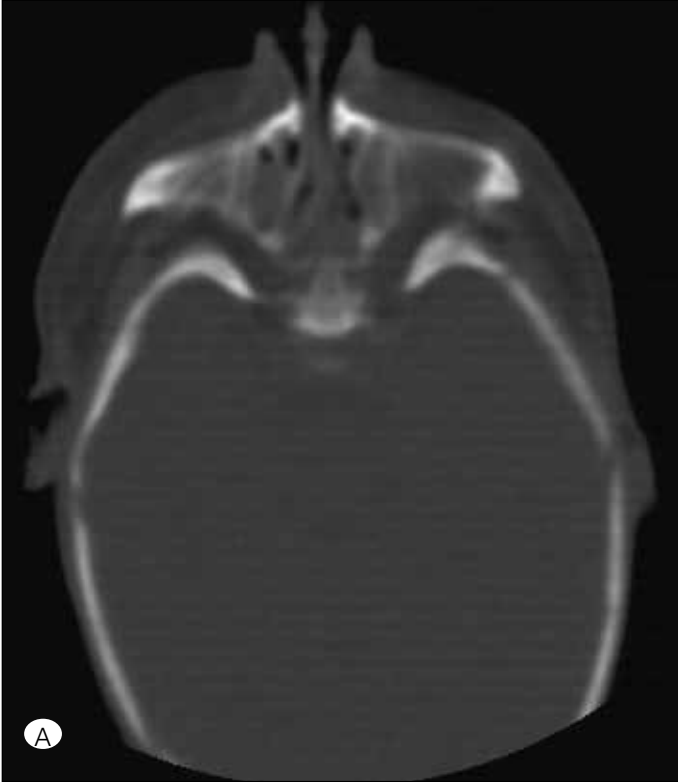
Miks tip (membranöz-kemik) koanal atrezi: 1 günlük erkek hastanın kontrastsız aksiyel helikal BT kesitinde hem kemik hem membranöz atrezi bulguları birlikte izleniyor (oklar).
